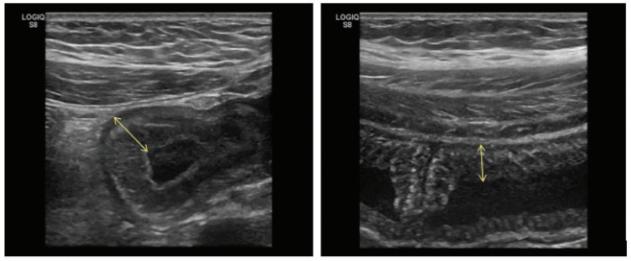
рис. 2. УЗИ-картина тонкой кишки на фоне атаки Fig. 1, fig. 2. USI picture of the small intestine against the background of the attack
